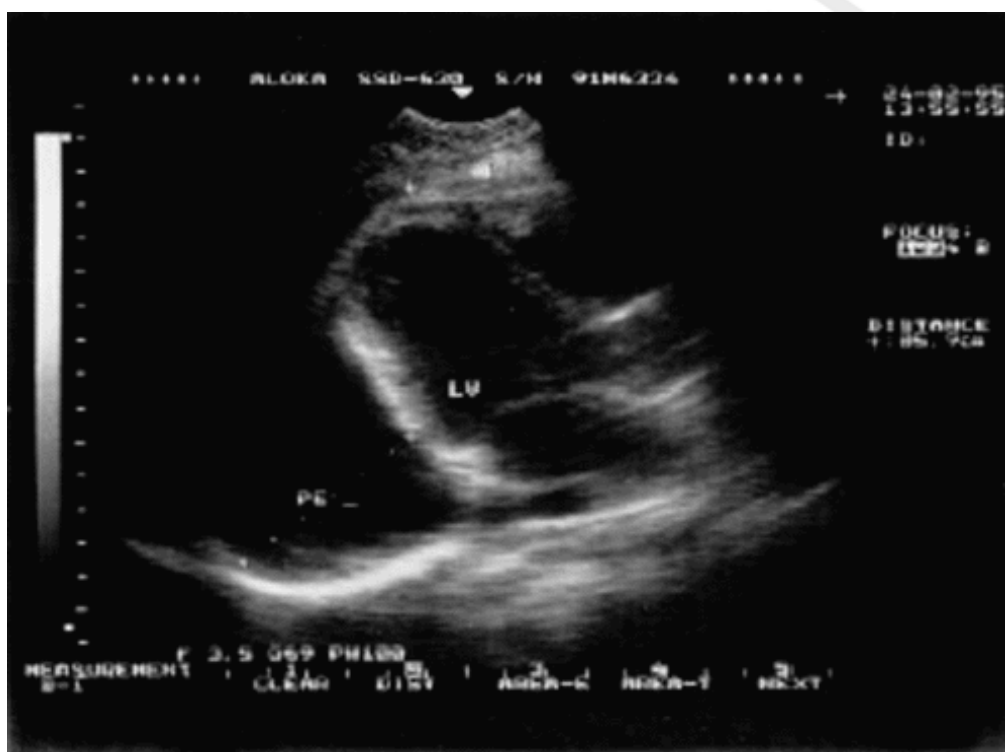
Двухмерная эхокардиограмма у больного со значительным количеством выпота в полости перикарда (PE). Жидкость определяется за задней стенкой левого желудочка, в области верхушки сердца и перед правым желудочком
